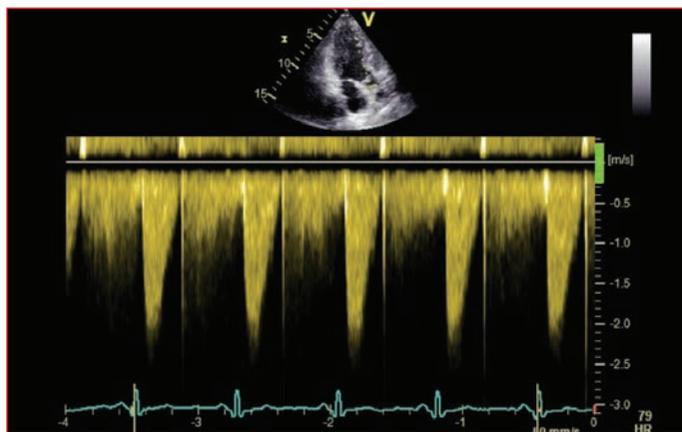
Echocardiographic imaging revealed supralvalvular aortic stenosis with a peak velocity of 2 m/s.
